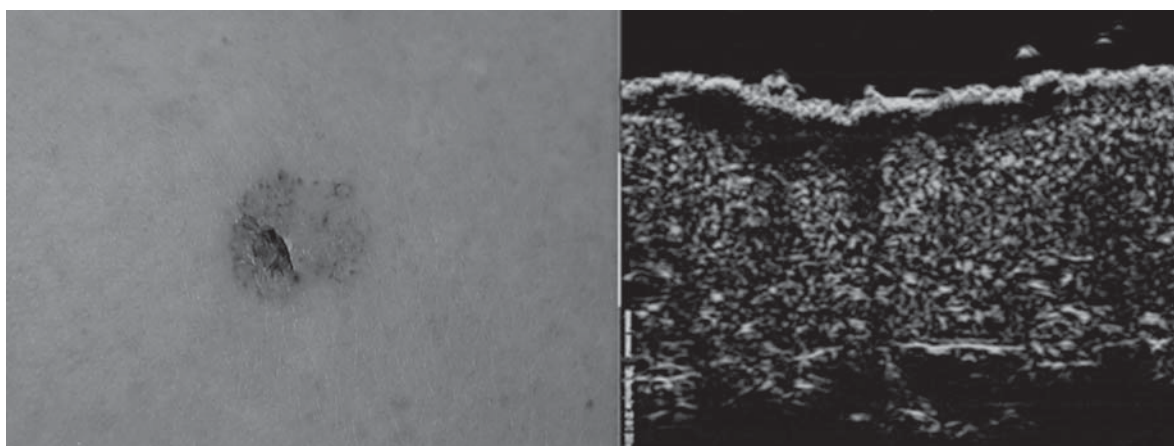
УЗИ-сканирование поверхностной формы базальноклеточного рака
